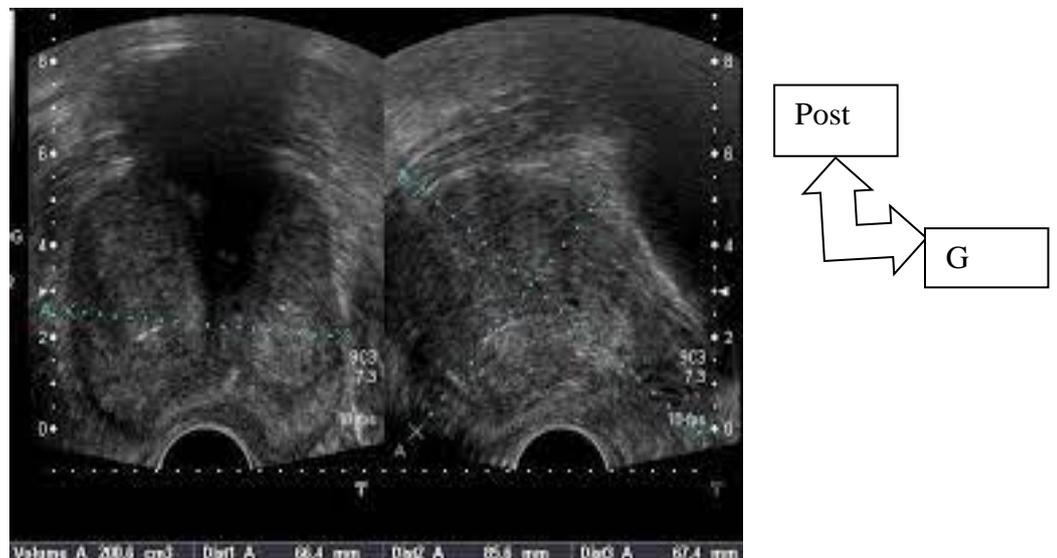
Image échographique de la prostate par une sonde endocavitaire
